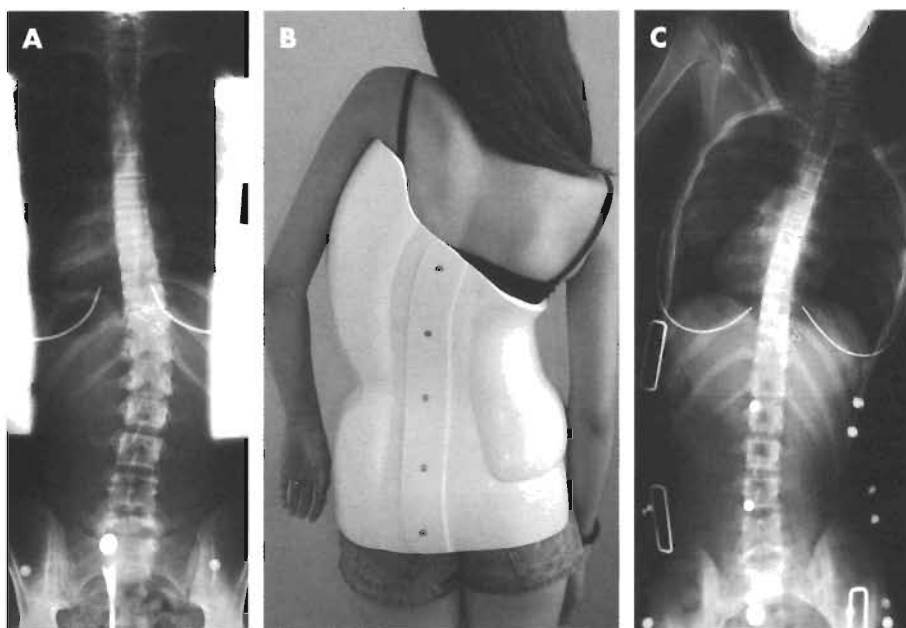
A. Radiografía AP de un paciente antes de colocarle un corsé de Charleston. B. Fotografía de un enfermo con una ortesis de lateralización nocturna de Charleston. C. Radiografía AP de un paciente con corsé de Charleston, en la que se observa una corrección adecuada de la curva lumbar principal.
